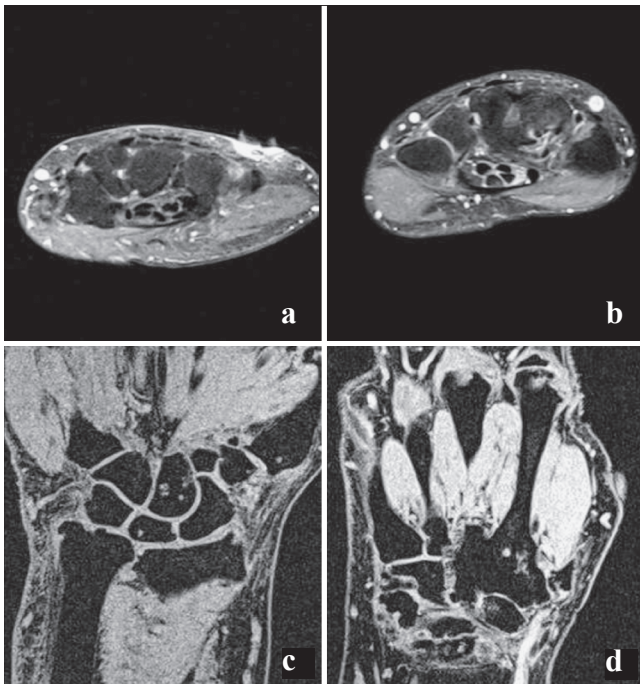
МР изображения (T<sub>1</sub>-ВИ) двух пациентов с диагнозом ревматоидного артрита, полученные на томографе 1,5 Тл со специализированной 4-канальной катушкой для коленного сустава (а, с) и разработанным метаустройством (b, d) – PD-fs (а, b) и T<sub>1</sub>-градиентное эхо (Vibe) (с, d)
